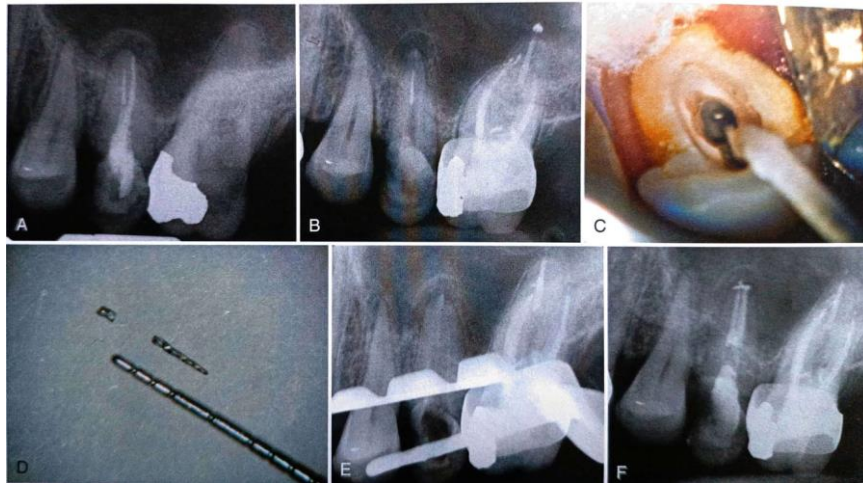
A, Radiografía inicial donde se identifica un instrumento manual separado en conducto palatino. B, Radiografía control donde se muestra el instrumento separado, una vez extraída la gutapercha. C, Fotografía del instrumento separado en conducto palatino. D, Fragmento separado de lima níquel-titanio extraído. E, Radiografía control para confirmar la extracción completa del instrumento. F, Obturación definitiva de los conductos. ⁵
